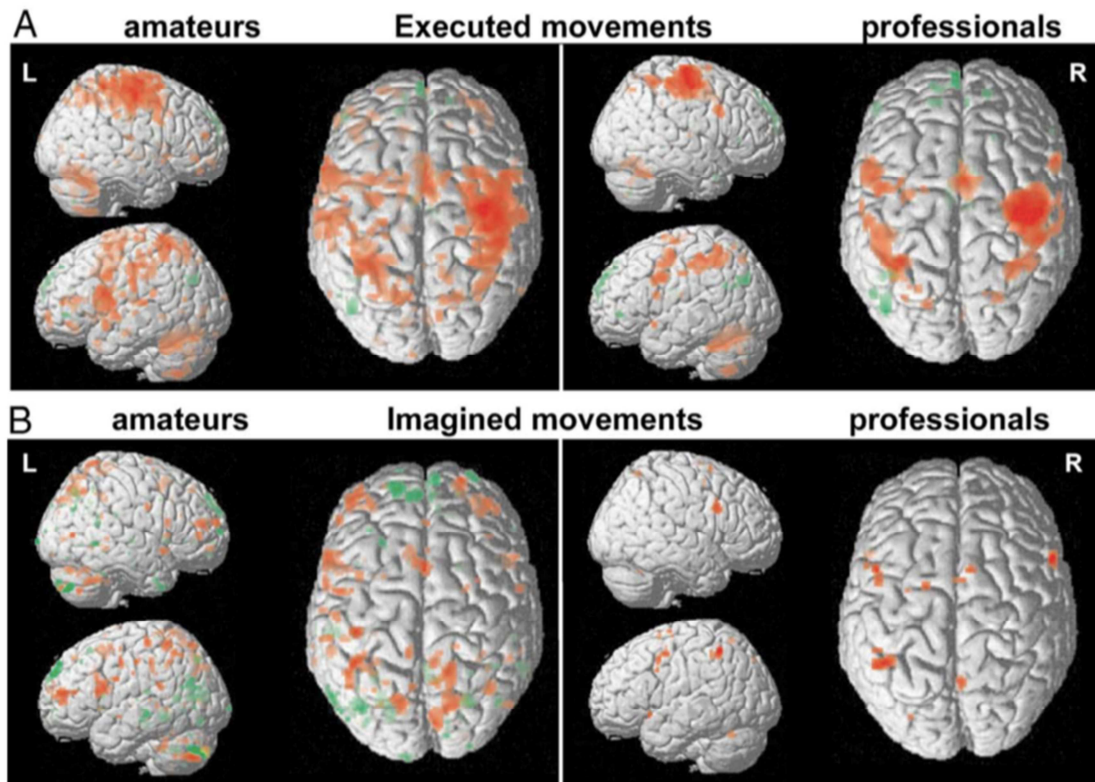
IRM fonctionnelle pendant la pratique du violon (A) et la pratique imaginaire du violon (B) d'amateurs (à gauche) et de musiciens professionnels (à droite), dans l'étude de Lotze.
